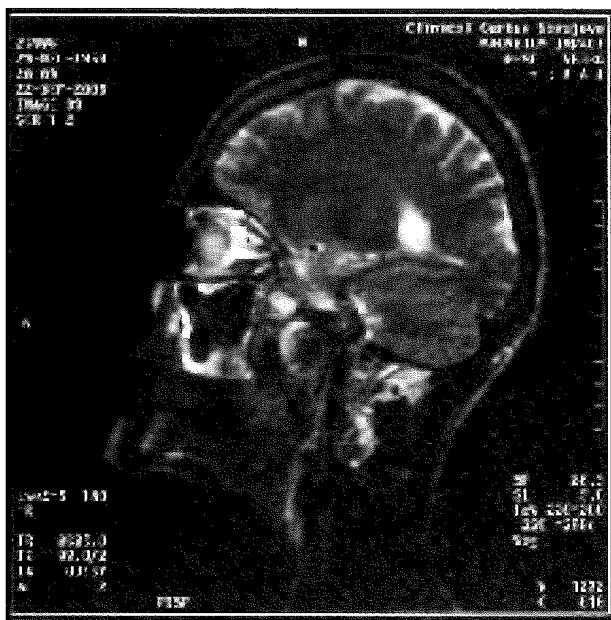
Sagital MRI scans – dimension of hippocampal formation on left side – PTSD group level 2
